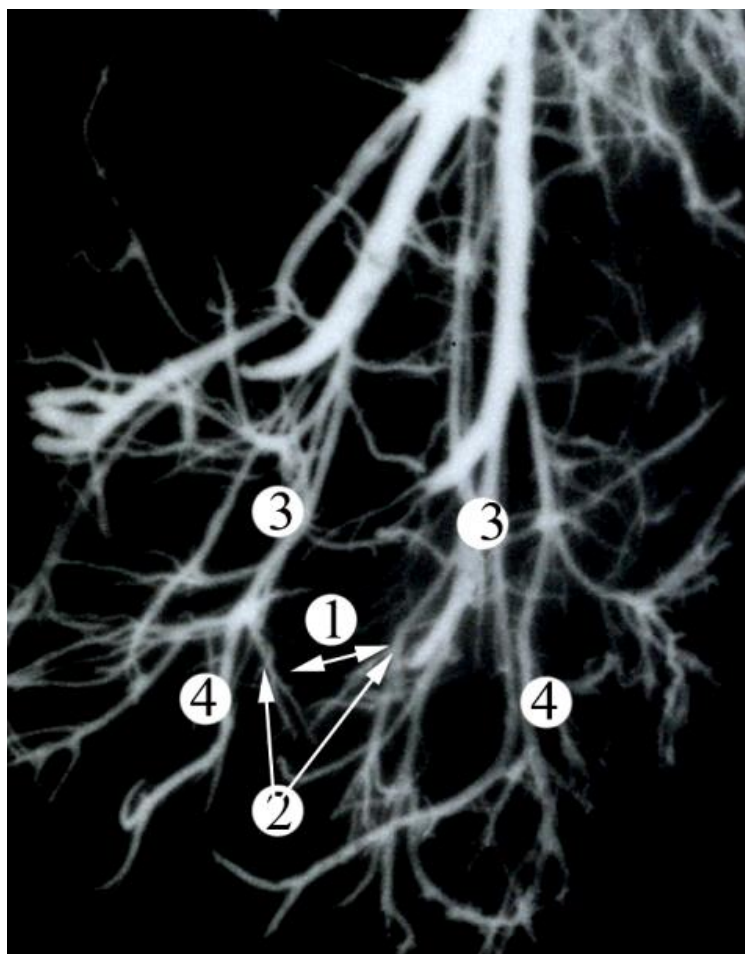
Артерії таза плода 410,0 мм ТПД (заповнені контрастною сумішшю на основі свинцевого сурика). Фоторентгенограма. Зб. 1,0°: 1 – відстань між дихотомічним поділом середньої прямокишкової артерії; 2 – середні прямокишкові артерії; 3 – внутрішні клубові артерії; 4 – внутрішні соромітні артерії.
